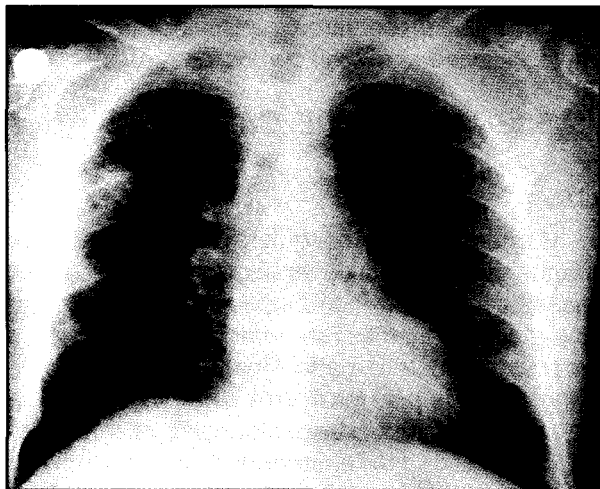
Radiografía de tórax con opacidad en lóbulo superior derecho, mostrando cavitación.
